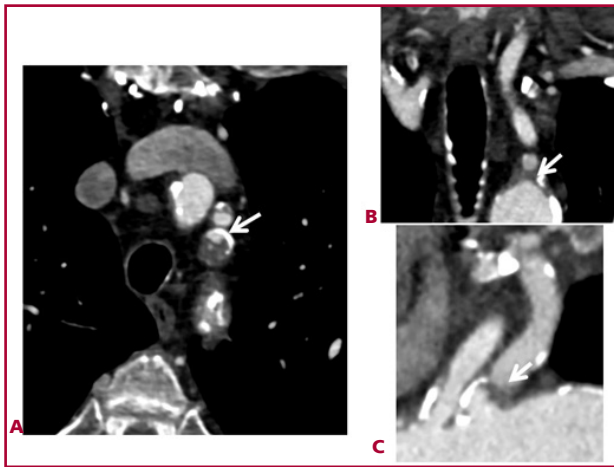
TAC de troncos supraaórtico y polígono de Willis: imágenes axial (A), coronal (B) y sagital (C), que muestran una ateromatosis calcificada con oclusión en origen de arteria subclavaria izquierda. La arteria mamaria interna izquierda está permeable. No se aprecian oclusiones en estructuras de polígono de Willis y sistema vertebrobasilar ni carotídeo.
